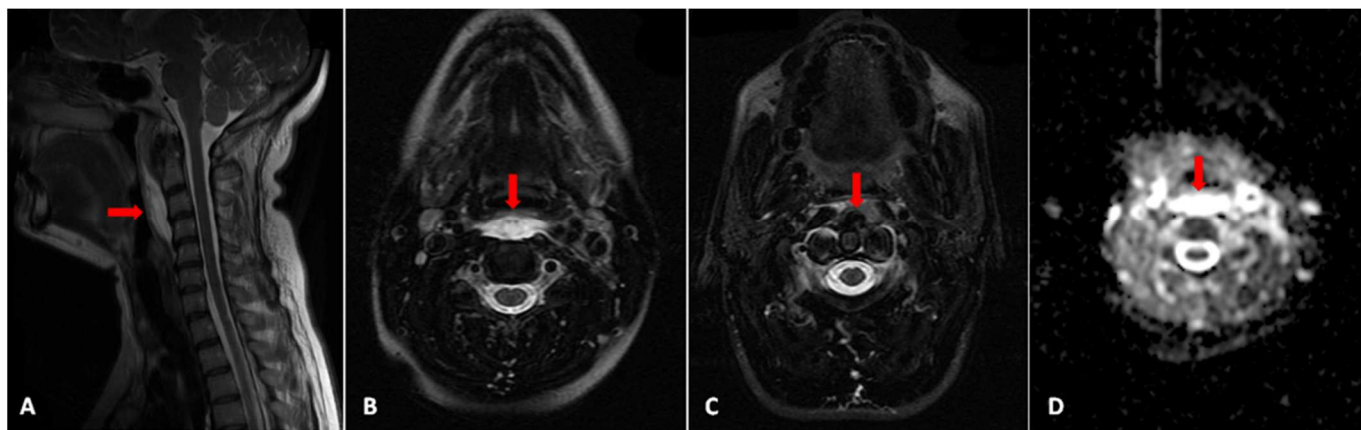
Imagens da RM cervical efetuada observando-se, em A (planos sagitais T2) e B (planos axiais T2 com supressão de gordura), hipersinal em T2 ao longo do espaço pré-vertebral, evidente desde o plano de C1 até C5. Em C (planos axiais T2 com supressão de gordura), é possível identificar a calcificação anterior ao arco anterior de C1. Em D (Mapa ADC), observa-se ausência de restrição à difusão do edema pré-vertebral, excluindo a hipótese de abscesso.
